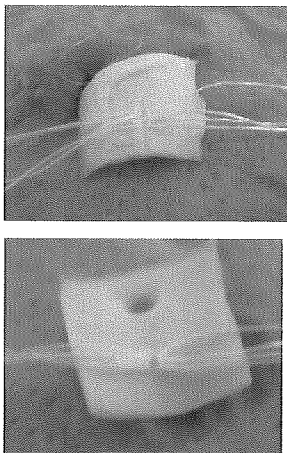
ESPA、レベル3、1秒の超音波振動（上：外壁側、下：内壁側）
